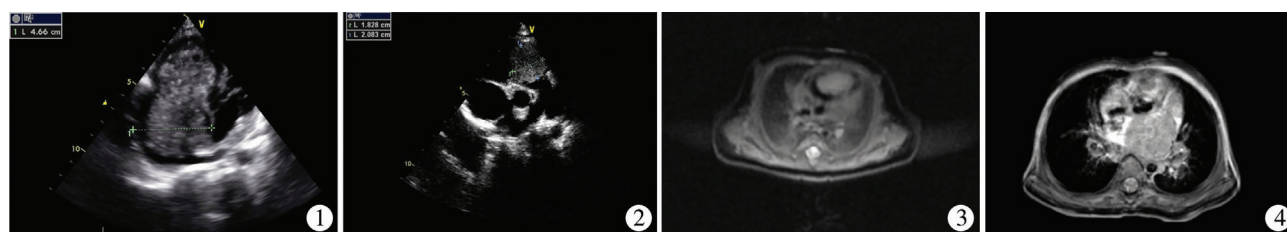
左心房黏液瘤心脏彩超检查图 图 2 右心室横纹肌瘤心脏彩超检查图 图 3 右心室横纹肌瘤 CT 检查图 图 4 左心房巨大黏液瘤检查图
